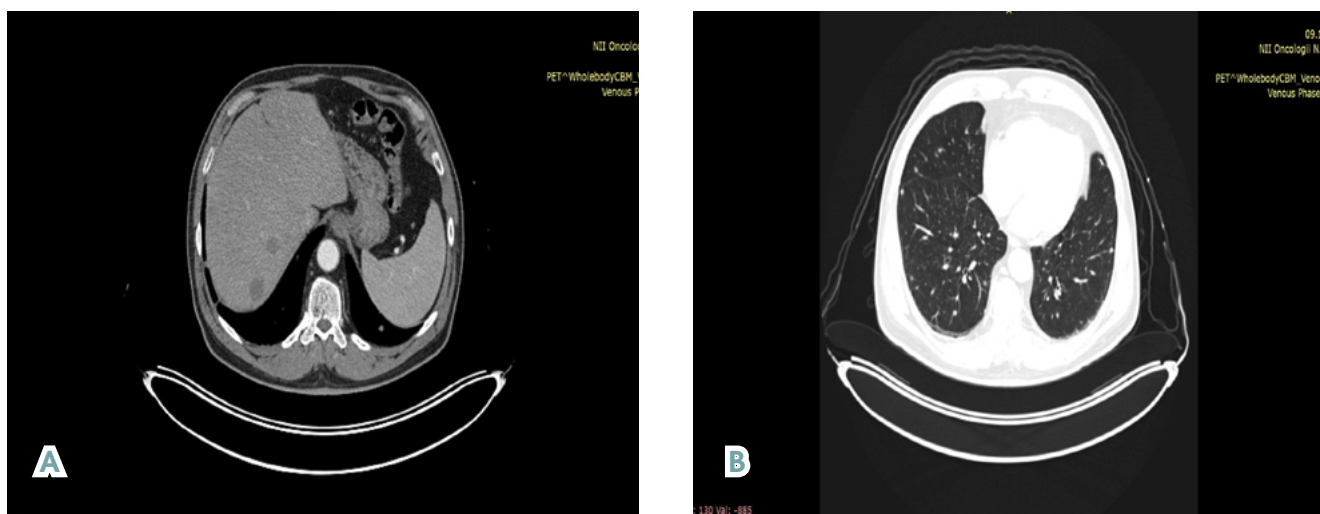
Контрольная ПЭТ-КТ в режиме «всё тело» с 18-фтордезоксиглюкозой (от 17.01.2025 г.). Стабилизация заболевания. А — очаги в печени; В — множественные очаги в лёгких
